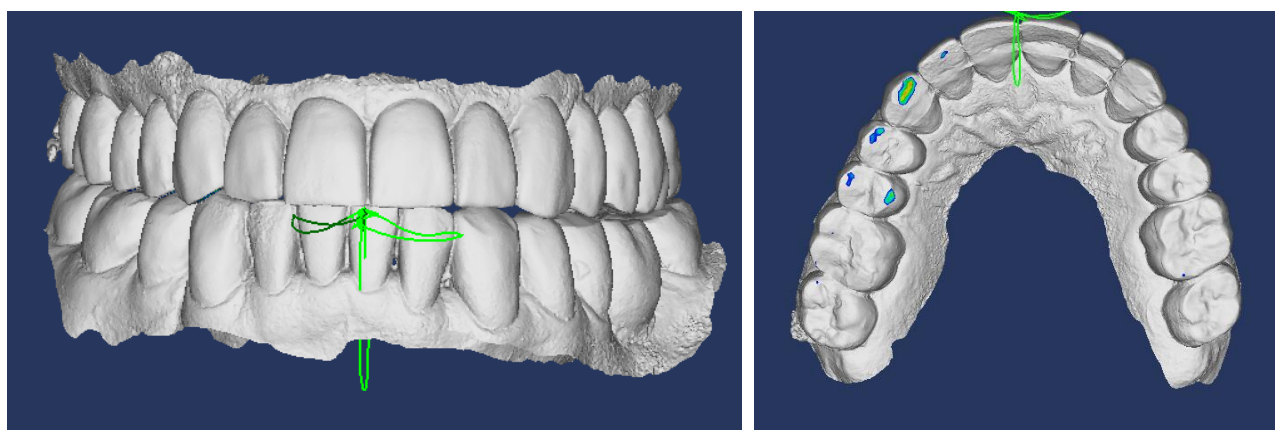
STL модели в положении правой латеротрузии, наличие контакта на балансирующей стороне на зубе 2.6
